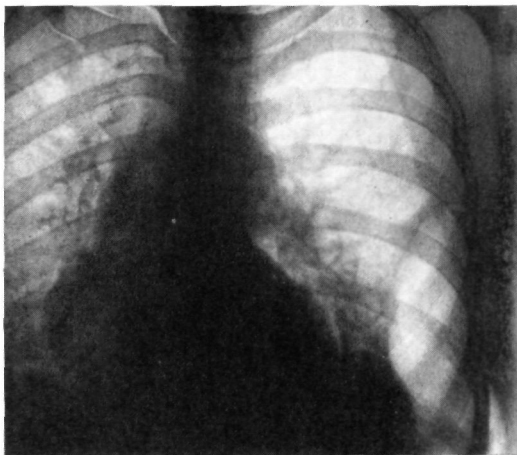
Рентгенограмма органов грудной полости больного П. На фоне пневмоперитонеума и пневмоторакса четко определяется неизмененная диафрагма, патологическая тень в левом кардио-диафрагмальном углу, от которой отодвинуто газом легкое.
